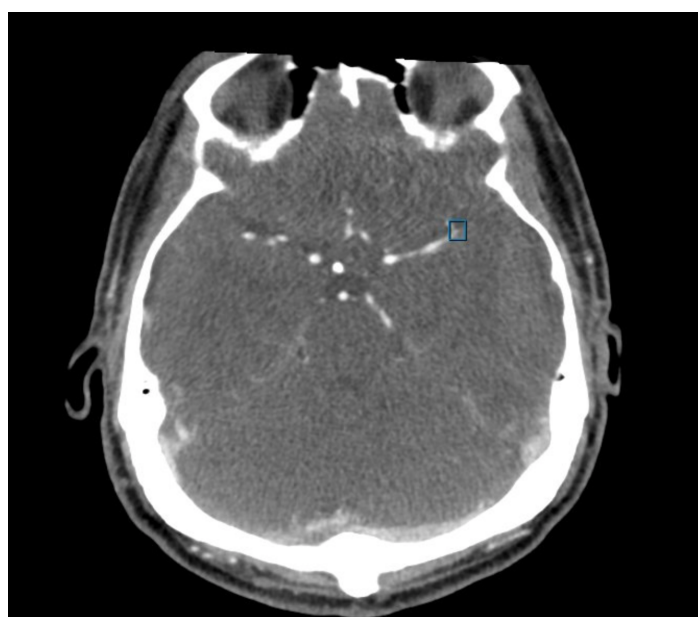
StrokeViewer LVO 輸出範例。在 CTA 掃描中，偵測到的 LVO 位置以藍色邊框突出顯示。
